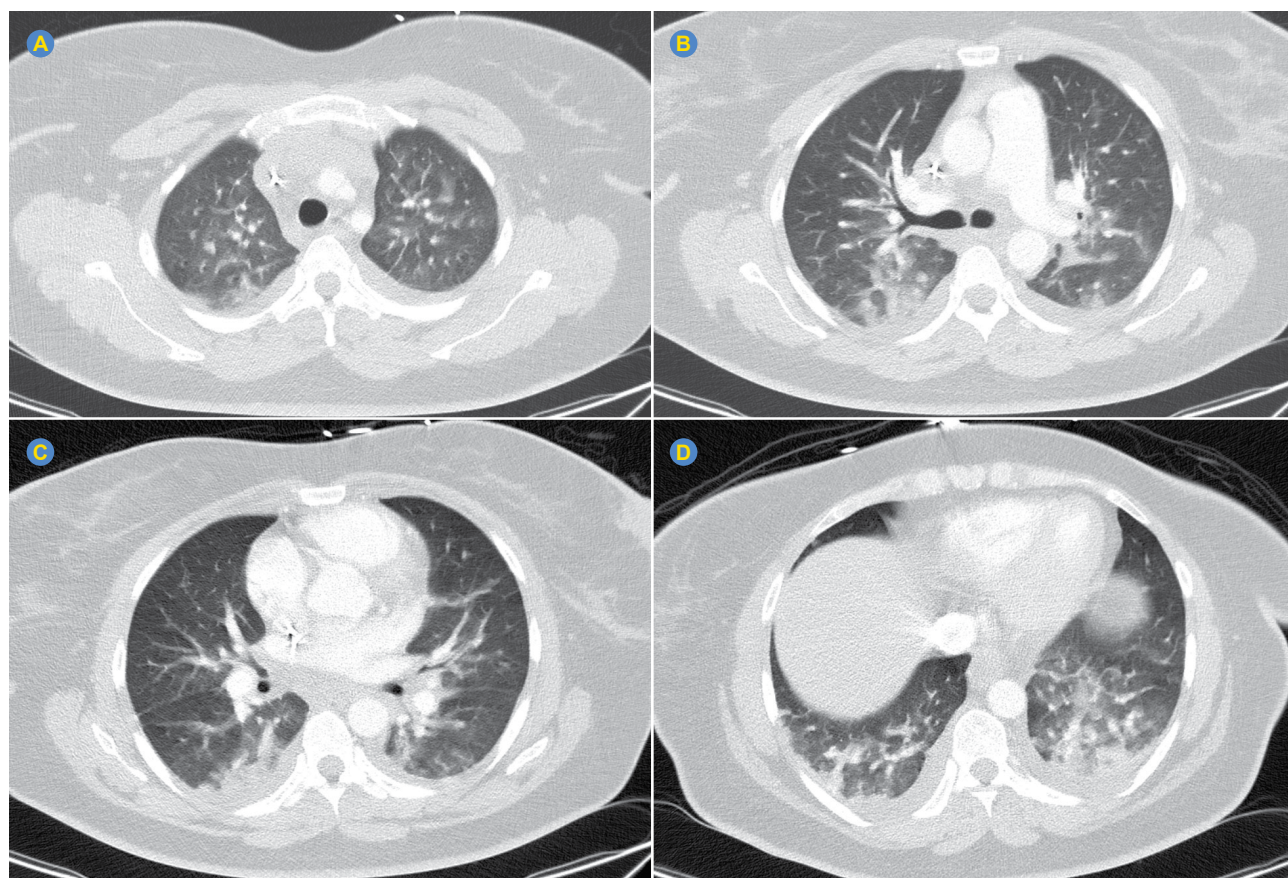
Chest CT image obtained with the lung window setting shows extensive consolidations in the lower lobes, contiguous posterior consolidations in the middle and upper lobes and scattered ground-glass opacities
